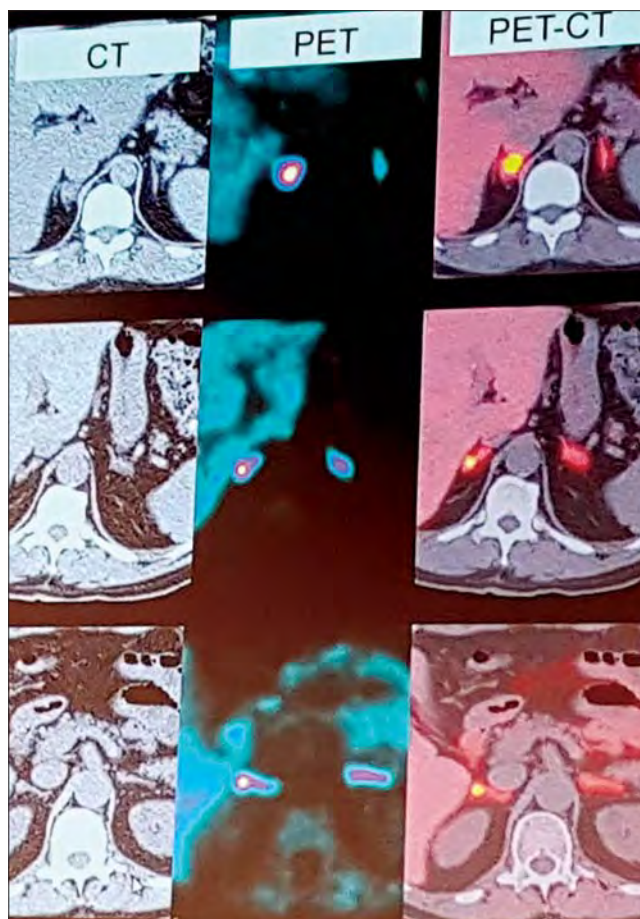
Візуалізація аденоми НЗ шляхом PET-СТ
